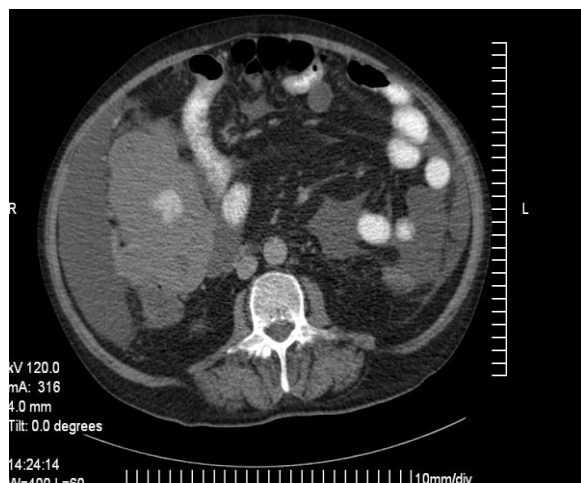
Examen computer tomograf abdominopelvin
